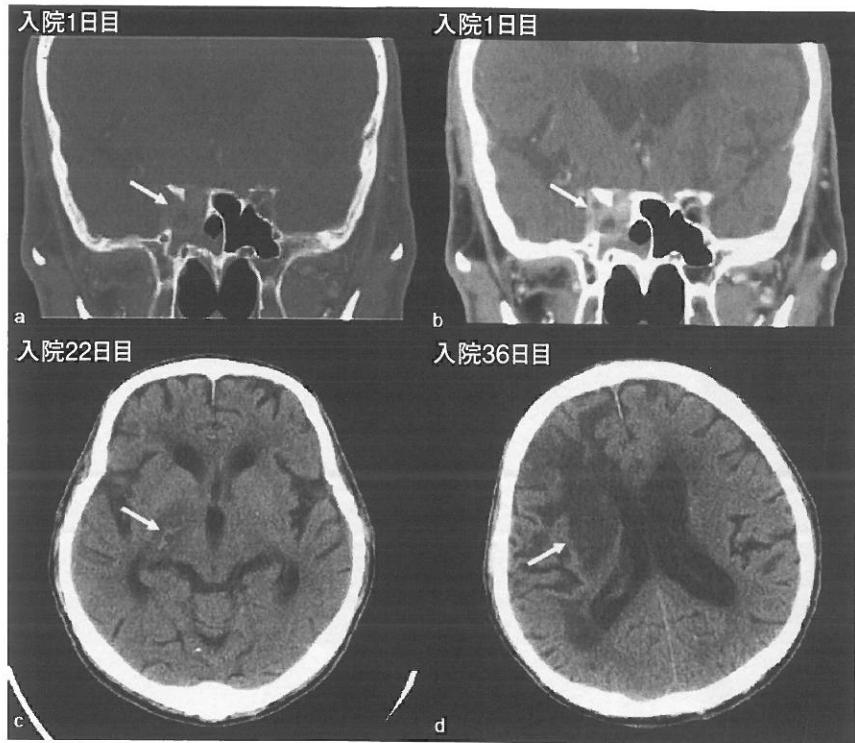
上顎・副鼻腔造影CT (a, b), 脳単純CT (c, d)
